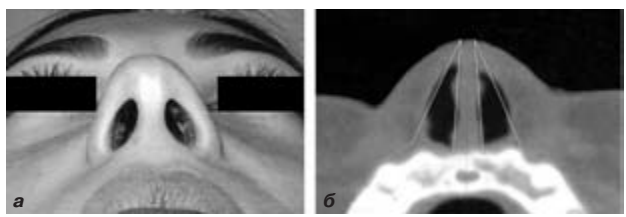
Измерение угла НК: а – изображение основания носа; б – КТ-проекция, параллельная основанию носа – NBV.
